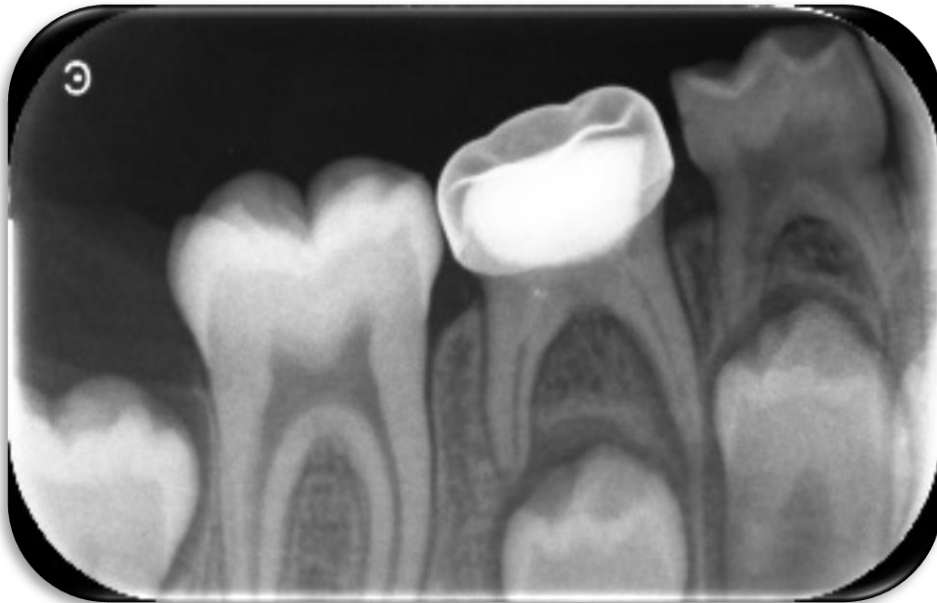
Fuente propia. Radiografía periapical a 1 mes posterior a la obturación con la pasta CTZ al órgano dentario 85.
